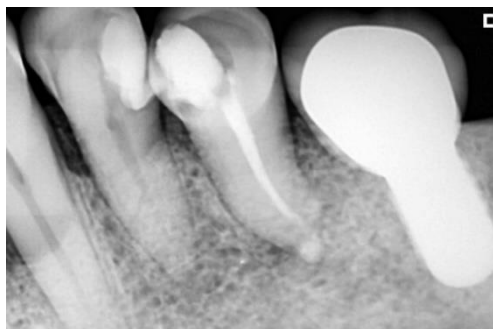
Radiografía de control a los 60 días.
